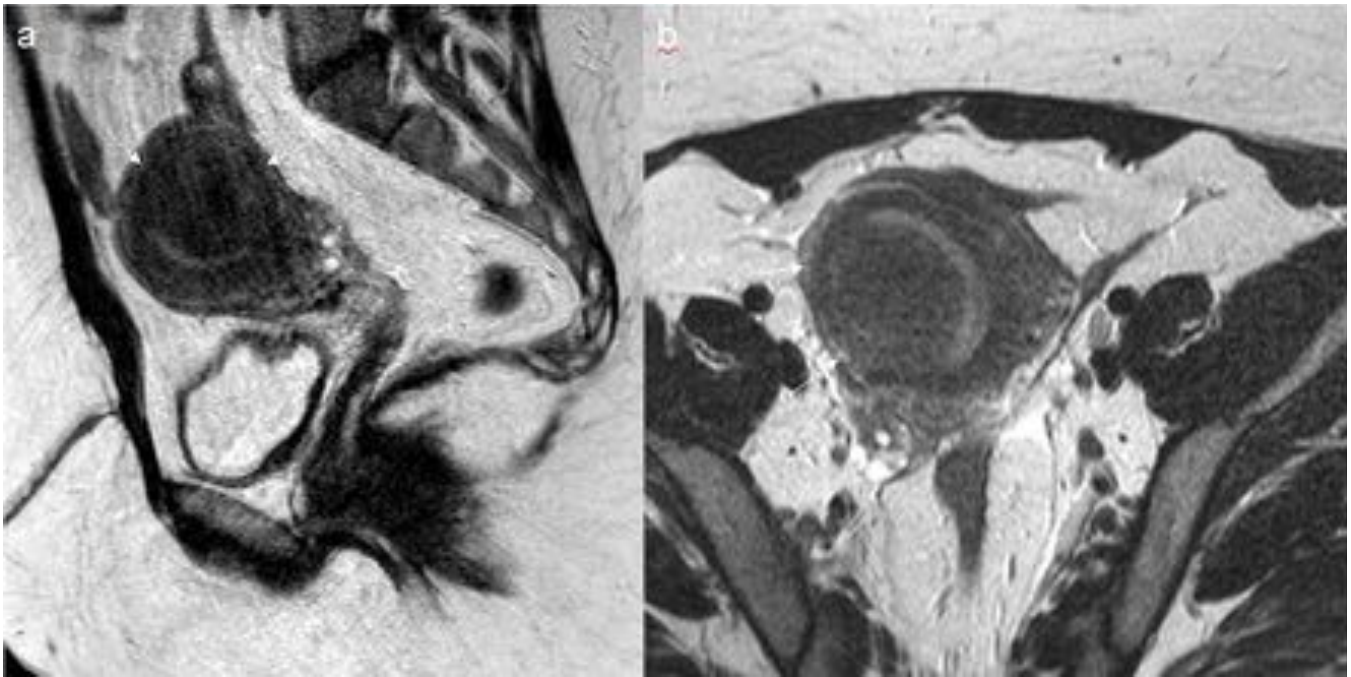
Fig. 8 Caso 2 Mujer de 39 años que consulta por hipermenorrea. Antecedente de miomectomía hace 7 años con el diagnóstico anatómo-patológico de STUMP. Masa miometrial. RM pélvica, con imágenes potenciadas en T2 sagital (a) y axial (b) donde se visualiza una masa submucosa en canto derecho, señal baja y homogénea (flechas en a,b).
